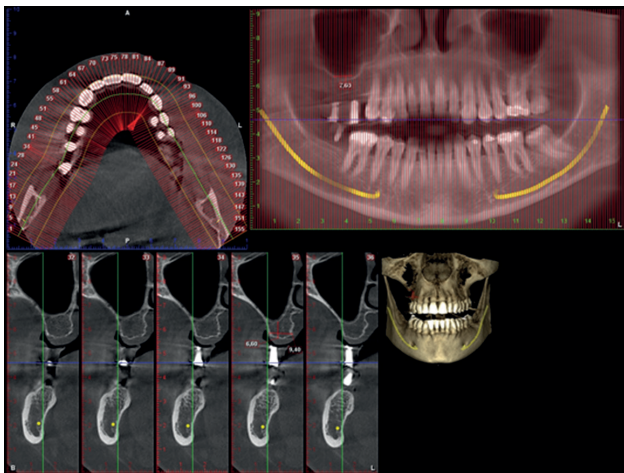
CBCT en el que podemos apreciar la neumatización del seno maxilar.
